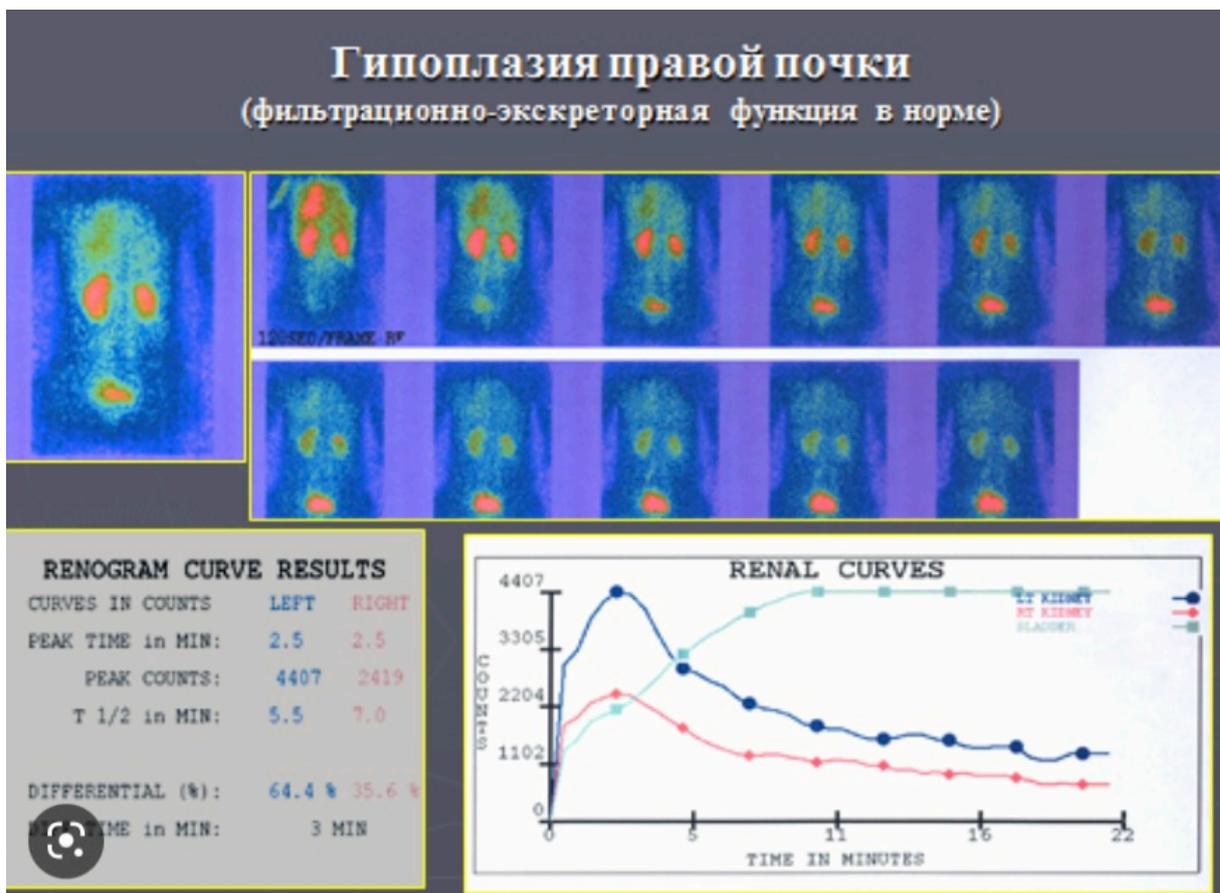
Пример динамической нефросцинтиграммы
